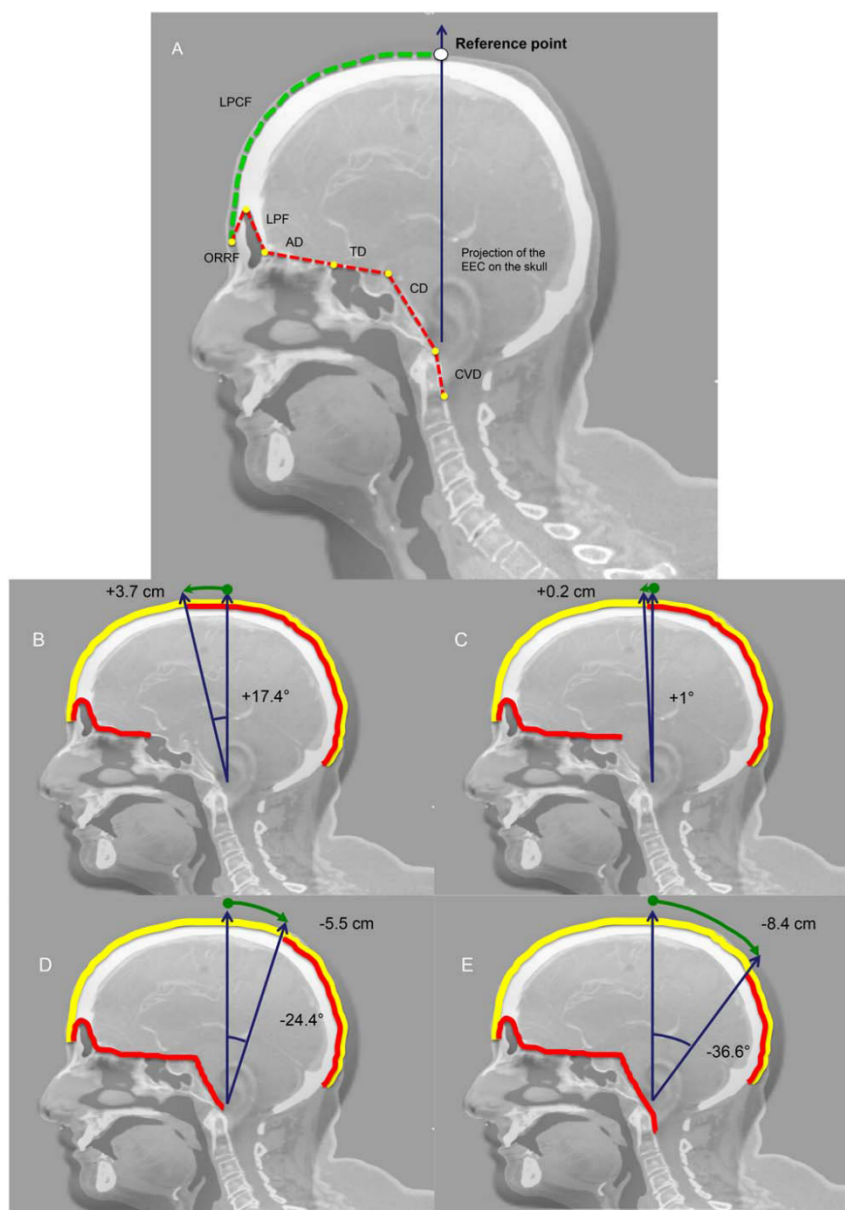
(A) Measurements performed in the computed tomography scan study in the midline of the sagittal plane. (B–E) Yellow line: skin. Red line: pericranial flap. Green line: the distance from the reference point to the limit of the flap needed to reconstruct the different approaches. Blue line: the angle from the reference point to the limit of the flap needed to reconstruct the different approaches. (B) Transcribriform approach. (C) Transtuberculum approach. (D) Clival approach. (E) Craniovertebral junction approach. AD = anterior skull base defect; CD = clival defect; CVD = craniovertebral junction defect; EEC = external ear canal; LPCF = length of pericranial flap; LPF = length of the posterior wall of frontal sinus; ORRF = orbital rim to the roof of the frontal sinus; TD = tuberculum defect.
